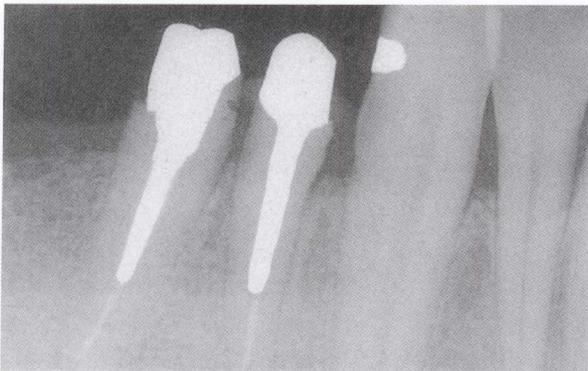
制作桩核后的X线片，显示了预期修复体边缘与牙槽嵴的关系
